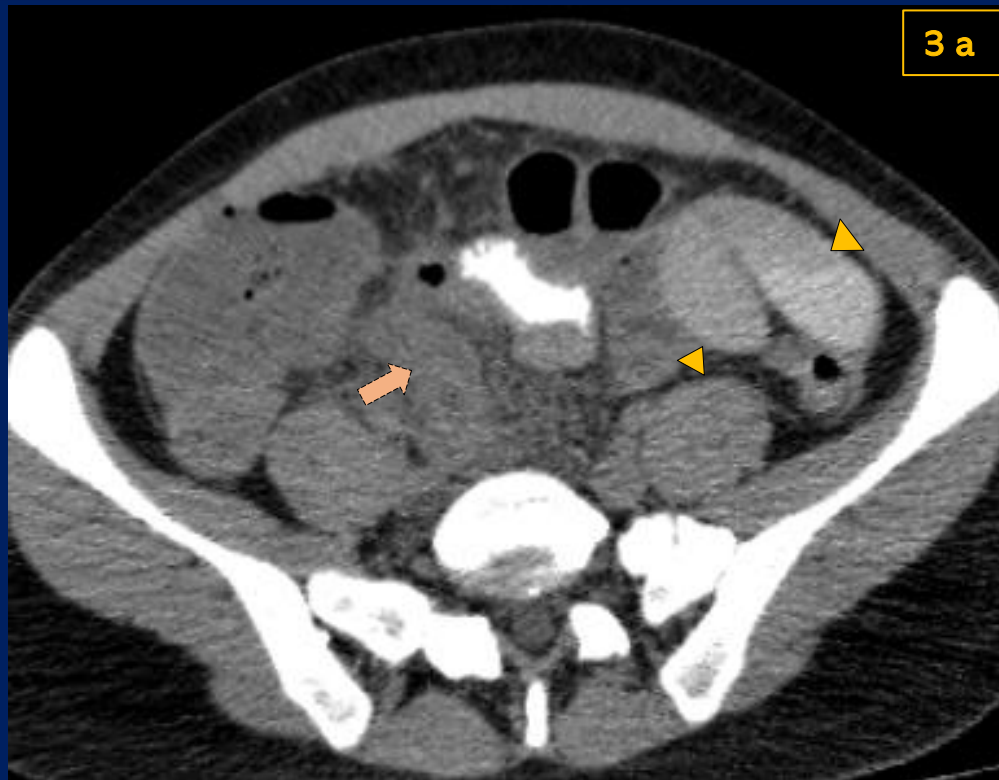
Tomografía de abdomen con contraste oral en reconstrucción axial (a) y coronal (b) donde se visualiza apéndice cecal aumentado de calibre (flecha) asociado a la presencia de rarefacción de planos grasos pericecales y a dilatación de asas intestinales (puntas de flechas) con niveles hidroaéreos.
